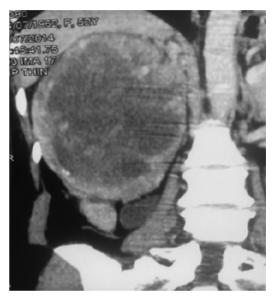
TC de abdomen y pelvis: se observa tumor de $223 \times 190 \, \text{mm}$ dependiente del riñón derecho, encapsulado, con tenue trabeculado captador de contraste y amplia necrosis central (20 UH).
